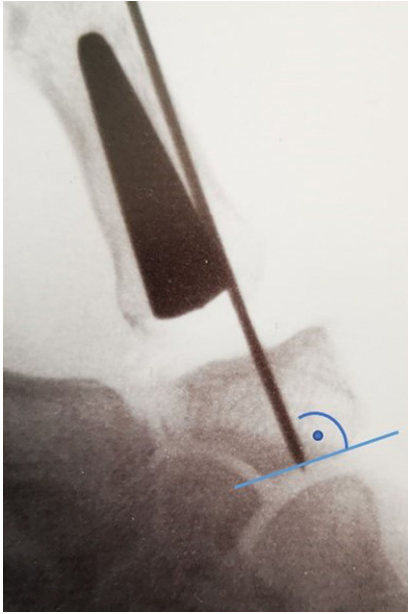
▲ Die intraoperative Röntgenkontrolle zeigt die zentrale Drahtlage im Os trapezium mit Zielrichtung auf das Skaphoid. Für die korrekte Inklination sollte ein 90°-Winkel zur Trapeziomoberfläche eingehalten werden
